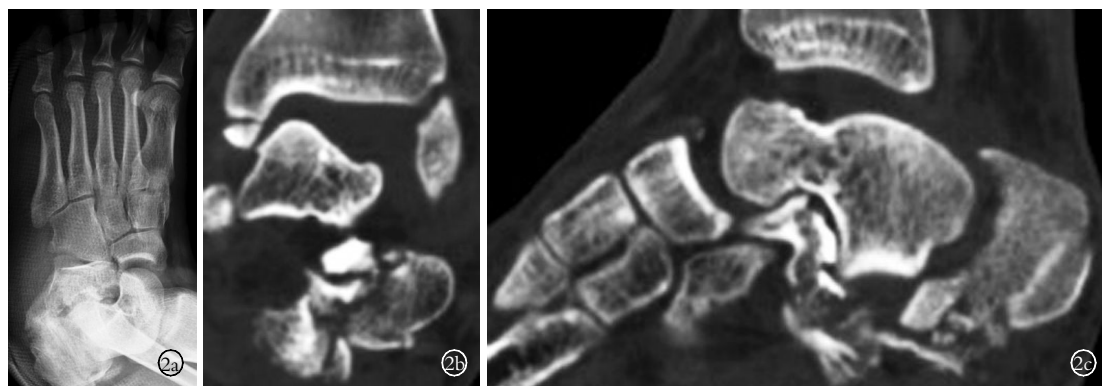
男性患者,24 岁,左跟骨、内踝、内侧楔骨、第 2 跖骨、第 1 趾骨、第 2 趾骨骨折 2a. 左足斜位 DR 片仅能显示跟骨骨折、第 1~2 趾骨骨折、第 2~4 跖骨骨折和距舟关节脱位 2b. CT 冠状面重建显示左跟骨骨折、内踝骨折和左踝关节脱位 2c. CT 矢状面重建显示左足舟骨撕脱骨折和踝关节脱位、距舟关节脱位、跟距关节脱位
